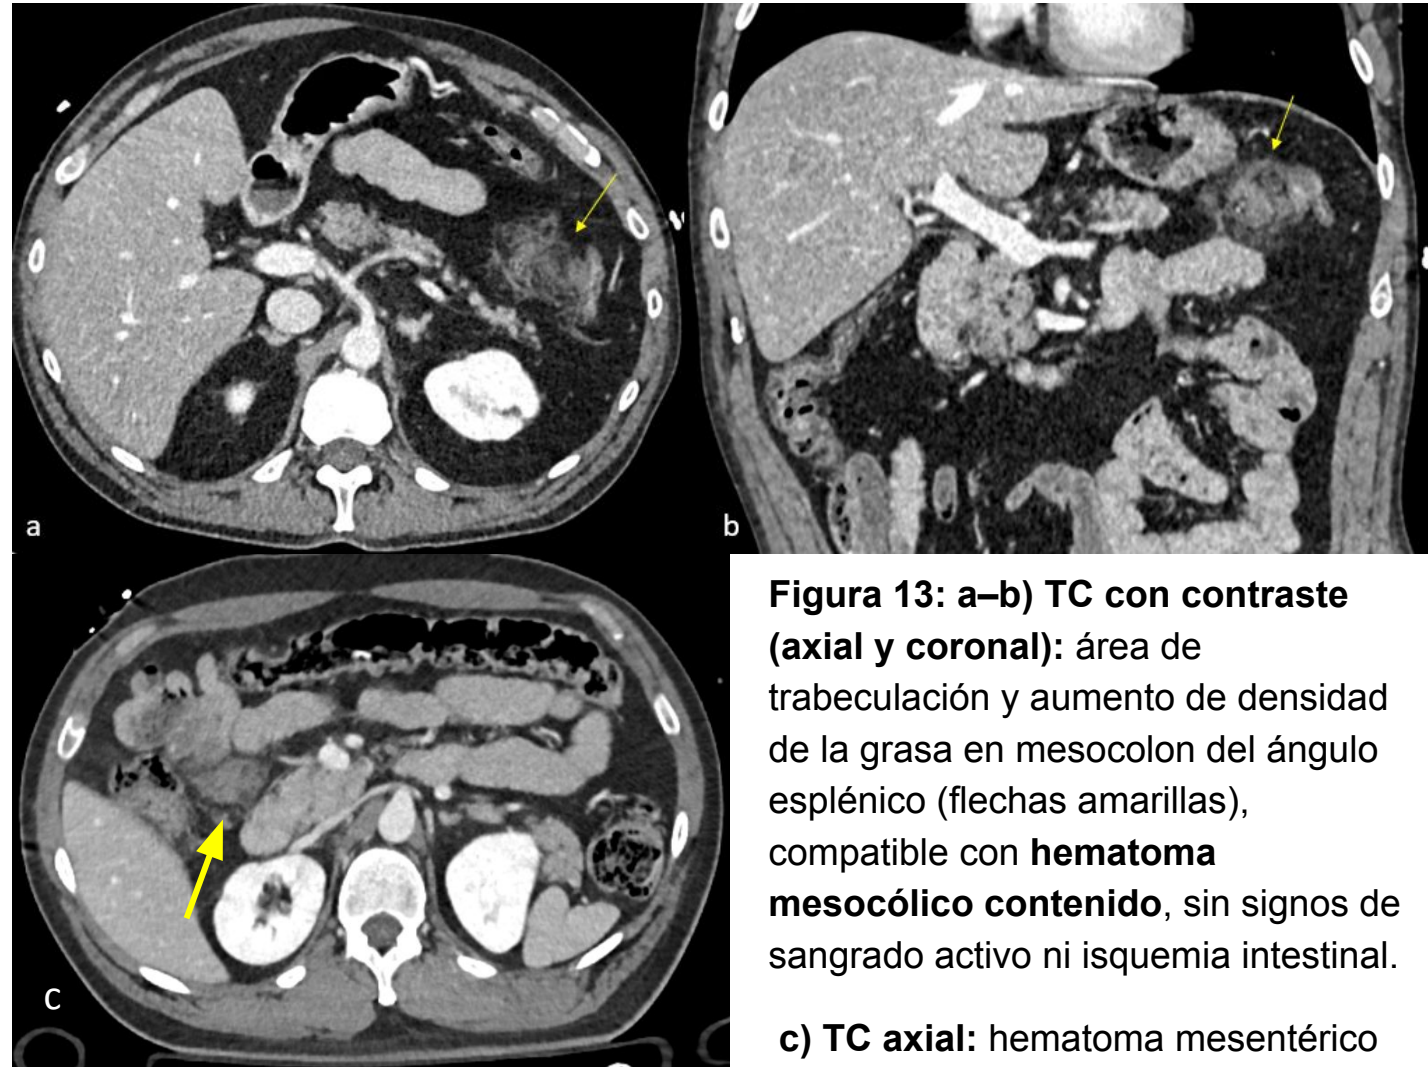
a–b) TC con contraste (axial y coronal): área de trabeculación y aumento de densidad de la grasa en mesocolon del ángulo esplénico (flechas amarillas), compatible con hematoma mesocólico contenido, sin signos de sangrado activo ni isquemia intestinal.
